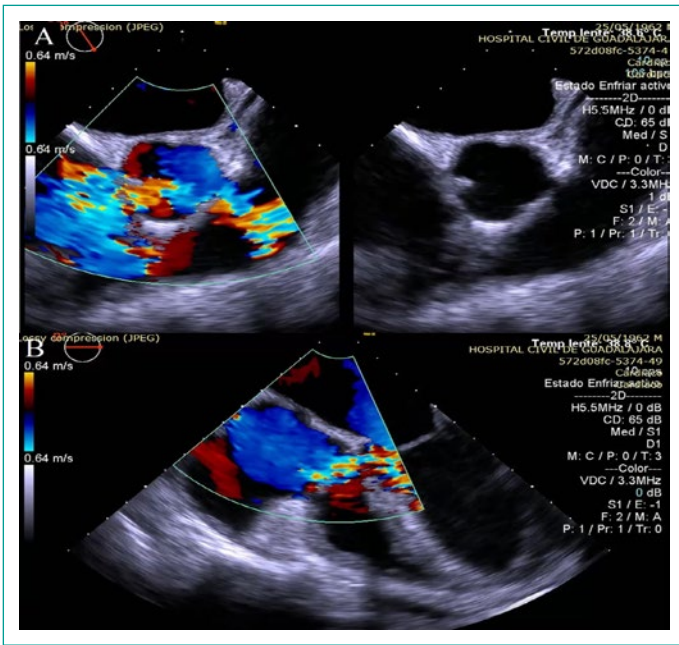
A Ecocardiograma transesofágico a 60° Fistula de Gerbode de seno coronario izquierdo hacia arteria pulmonar después de plano valvular pulmonar, con segunda vertiente al tracto de salida del ventrículo derecho, de 3mm de medición. Presencia de otra fistula de seno coronario derecho hacia aurícula derecha de 4 mm B Defecto de Gerbode infravalvular indirecto, medición de 3mm. (Imagen inferior)
